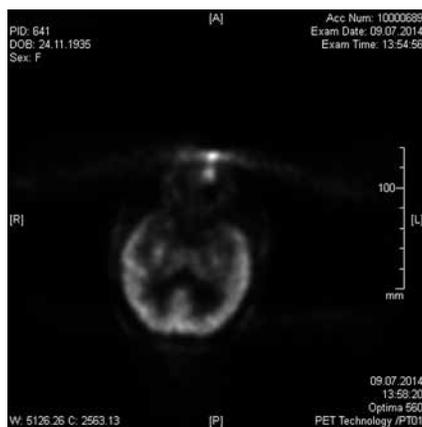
ПЭТ пациентки Д. Срез на уровне хиазмы, ЛКТ и зрительной лучистости
